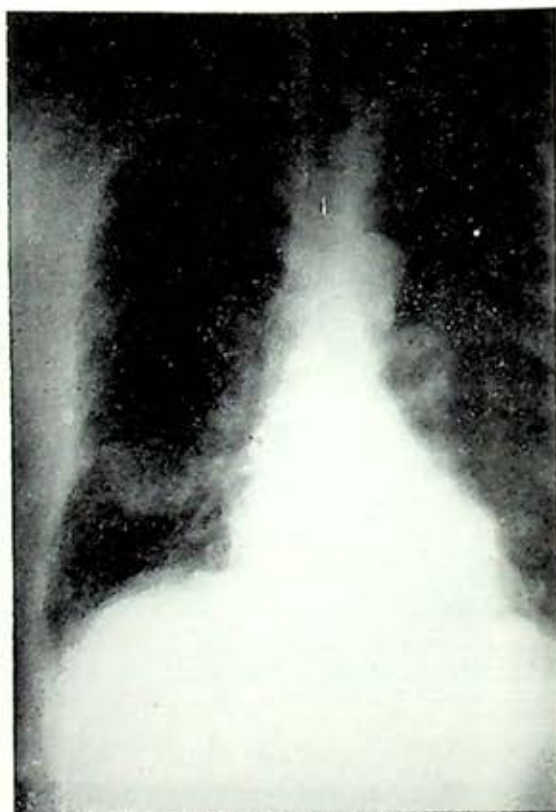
Radiografía preoperatoria mostrando tumor en lóbulo inferior derecho.
